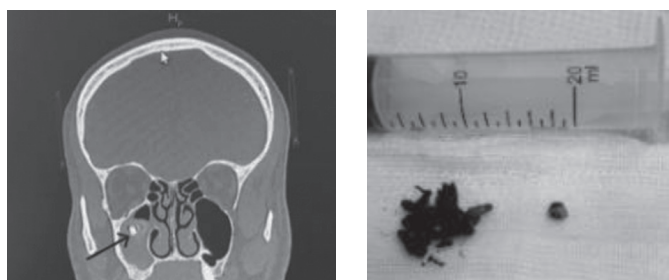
КТ придаточных пазух носа (а); материал из верхнечелюстной пазухи (б)
